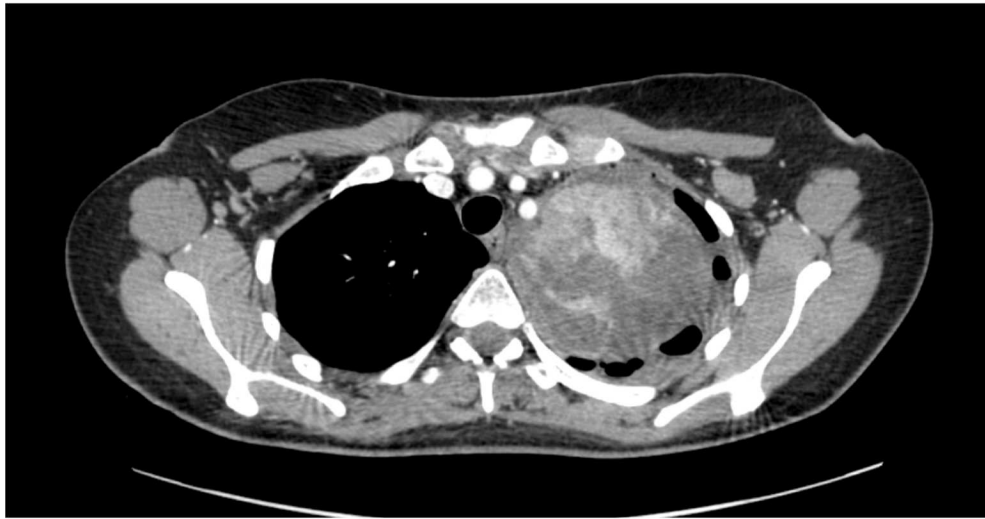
Imágen de la TC de un caso de TFPM histológicamente maligno, que debutó con derrame pleural masivo. Tras su drenaje se evidencia tumor heterogéneo en vértice pleural izquierdo.
